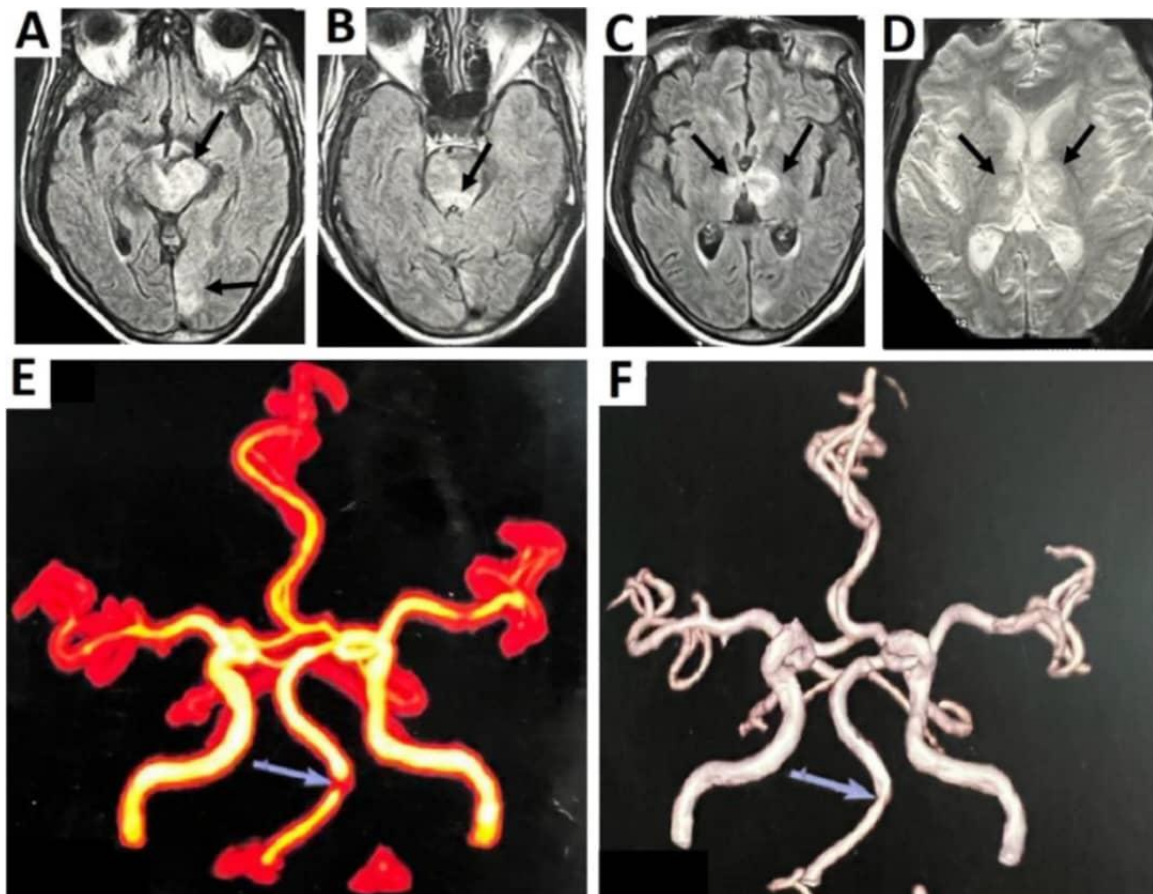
IRM encéphalique du patient en coupe axiale. (A, B, C, D) montrent des infarctus dans les territoires des artères paramédiane, circonférentielle, cérébrales postérieures, (E, F) Aspect angio-IRM montrant une sténose courte de la portion moyenne du tronc basilaire
